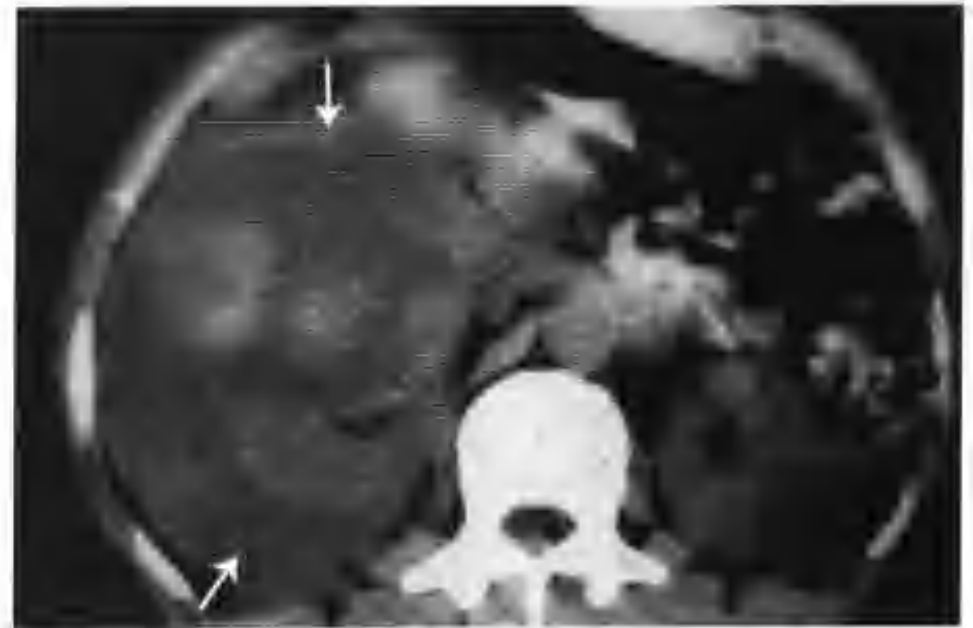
右侧黄色肉芽肿性肾盂肾炎并包膜下出血（CT 示右肾上极病变破裂并包膜下出血，平扫见出血掩盖了右肾及肾内病变轮廓（箭头））
